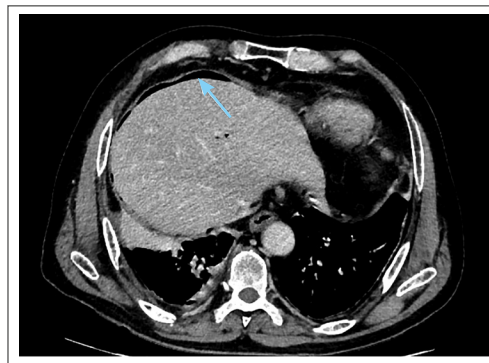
Abdominal CT scan showing pneumoperitoneum (blue arrow).
